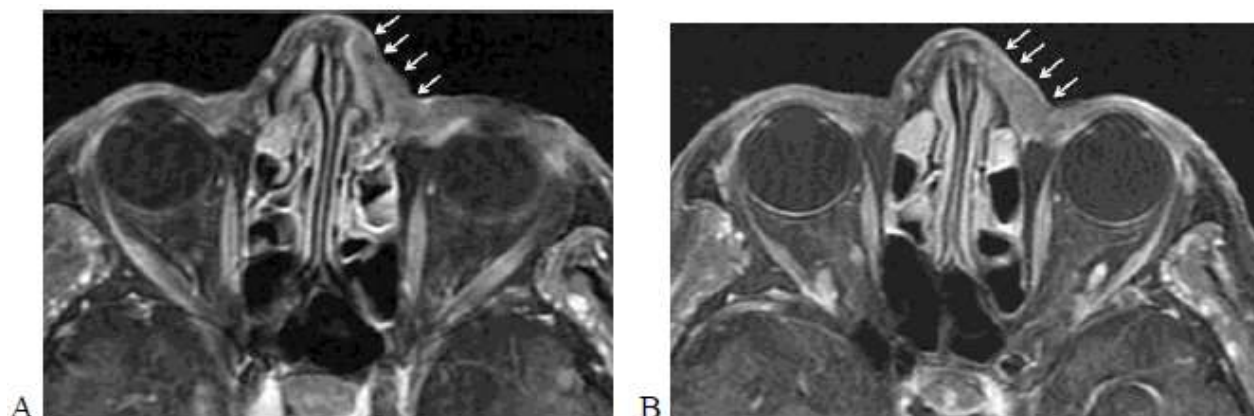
IRM faciale en séquence T1 axiale avec saturation de graisse et après injection de produit de contraste : masse sous cutanée envahissant l'os propre du nez à gauche, sans extension à l'éthmoïde ni à la cavité orbitaire gauche (204).
